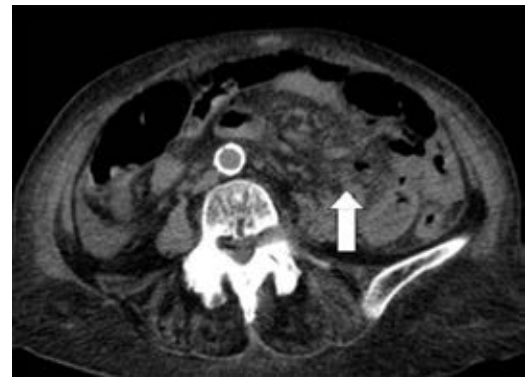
Tomografía simple de abdomen, corte axial, que evidencia signo de "remolino" dato clínico de oclusión intestinal alta o de malrotación intestinal (flecha blanca).
